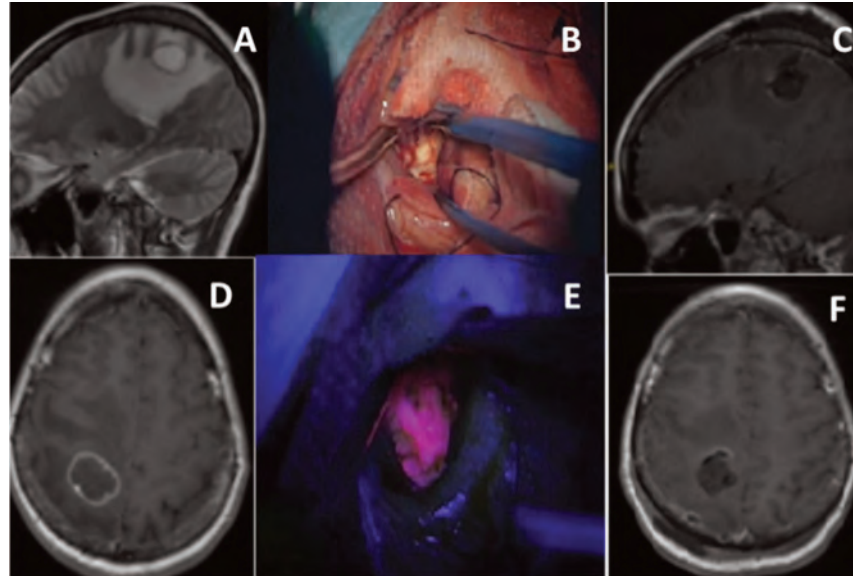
Флуоресценция у пациентки Ф., 60 лет, метастазы рака молочной железы в головной мозг: А и D – предоперационные МРТ; интраоперационная картина в белом свете (В) и в режиме флуоресценции (Е); С и F – послеоперационные МРТ.
